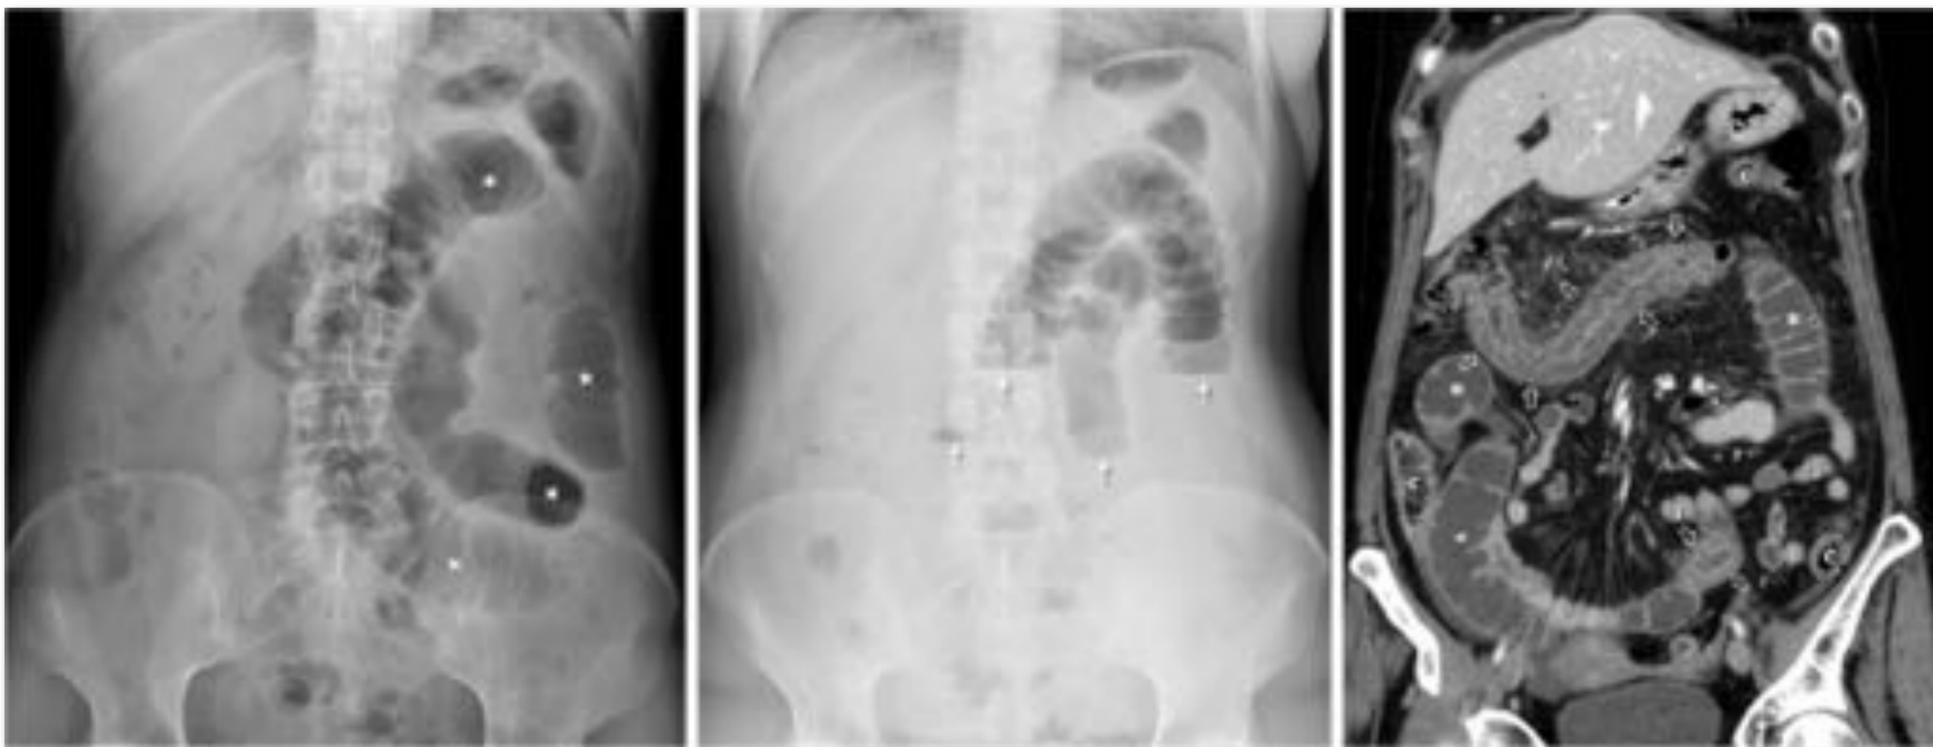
Radiografía en la OIDA por EC.
